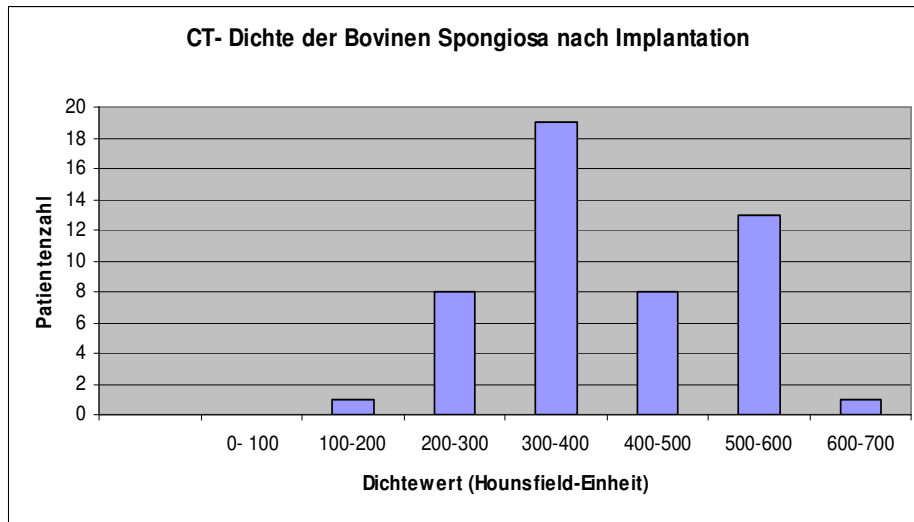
Verteilung der CT-Dichtewerte im Durchschnitt nach Patientenzahl (Messung im Implantatbereich der bovinen Spongiosa "Spine")
